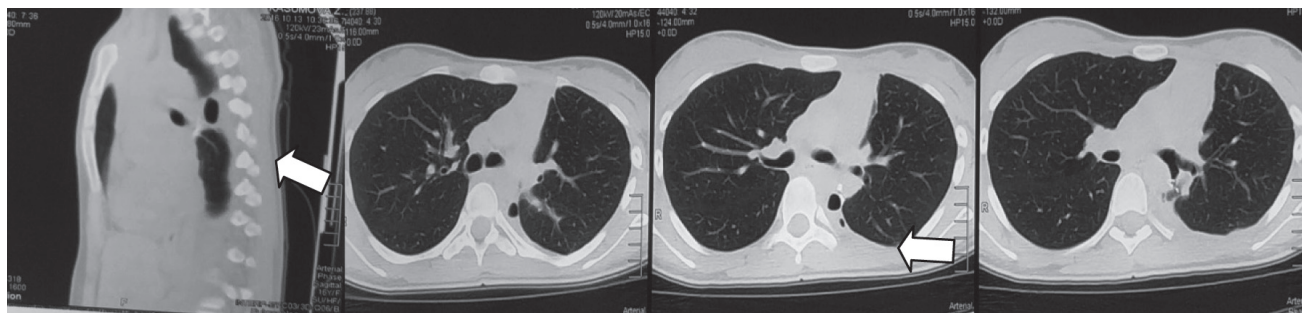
КТ ОГП до проведення хімічної обробки дефекту кукси нижньодольового бронху лівої легені
